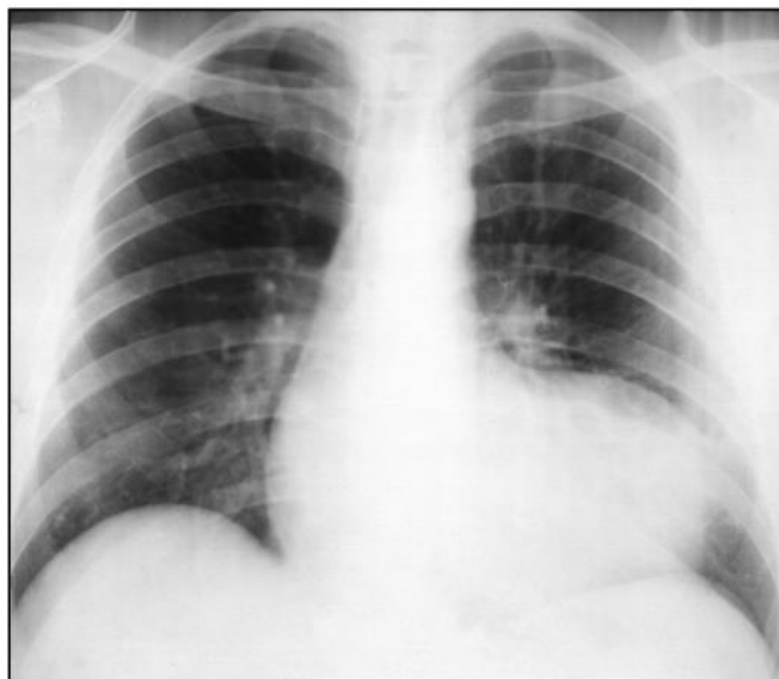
Рентгенограма у прямій проекції. Локальне розширення серцевої тіні, зумовлене анеризмою лівого шлуночка серця
